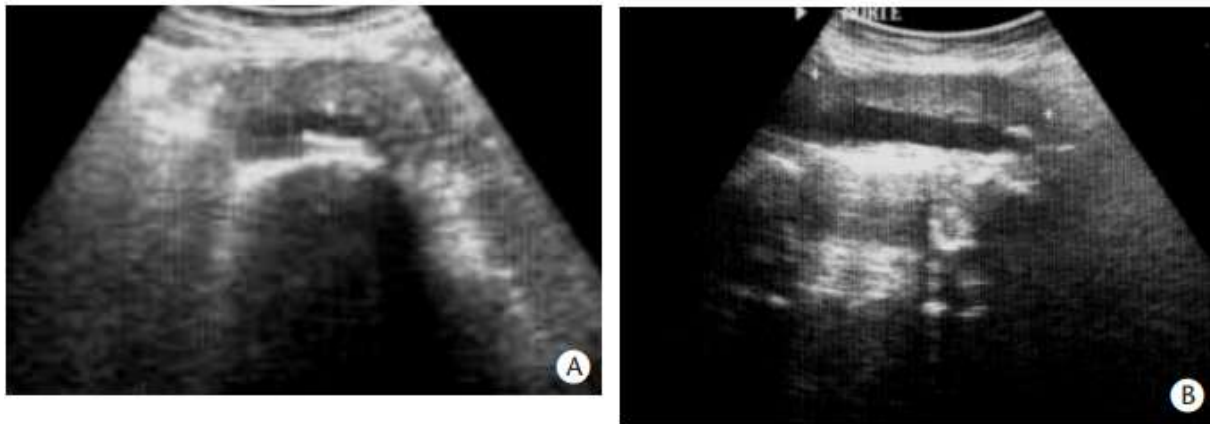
aspect échographique de la FRP bénigne. La plaque de fibrose apparaît *d'échostructure solide, hypoéchogène*, à bords antérieurs nets, entourant les gros vaisseaux.
